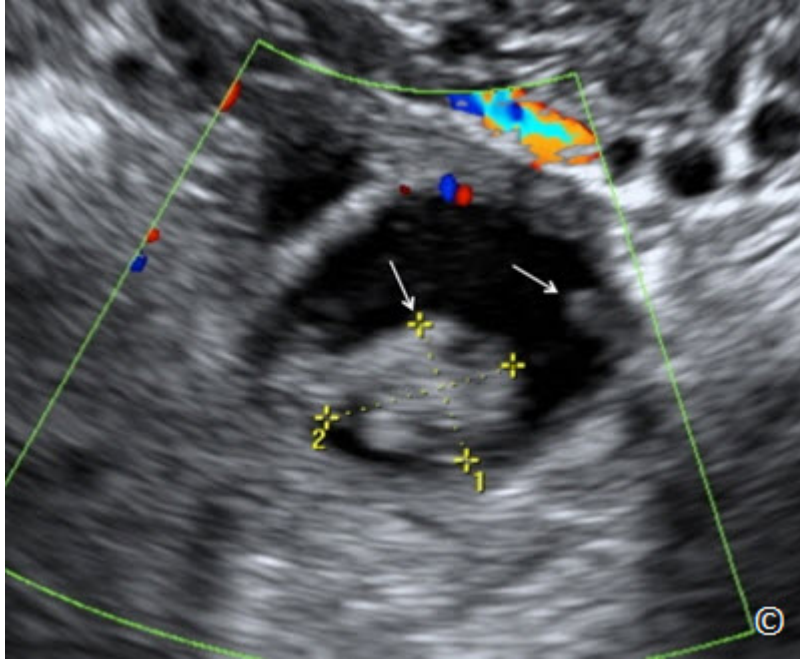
Ultrasonido transvaginal de un cistoadenocarcinoma seroso “borderline”. Obsérvese la presencia de proyecciones papilares (flechas) en una pequeña masa quística.
